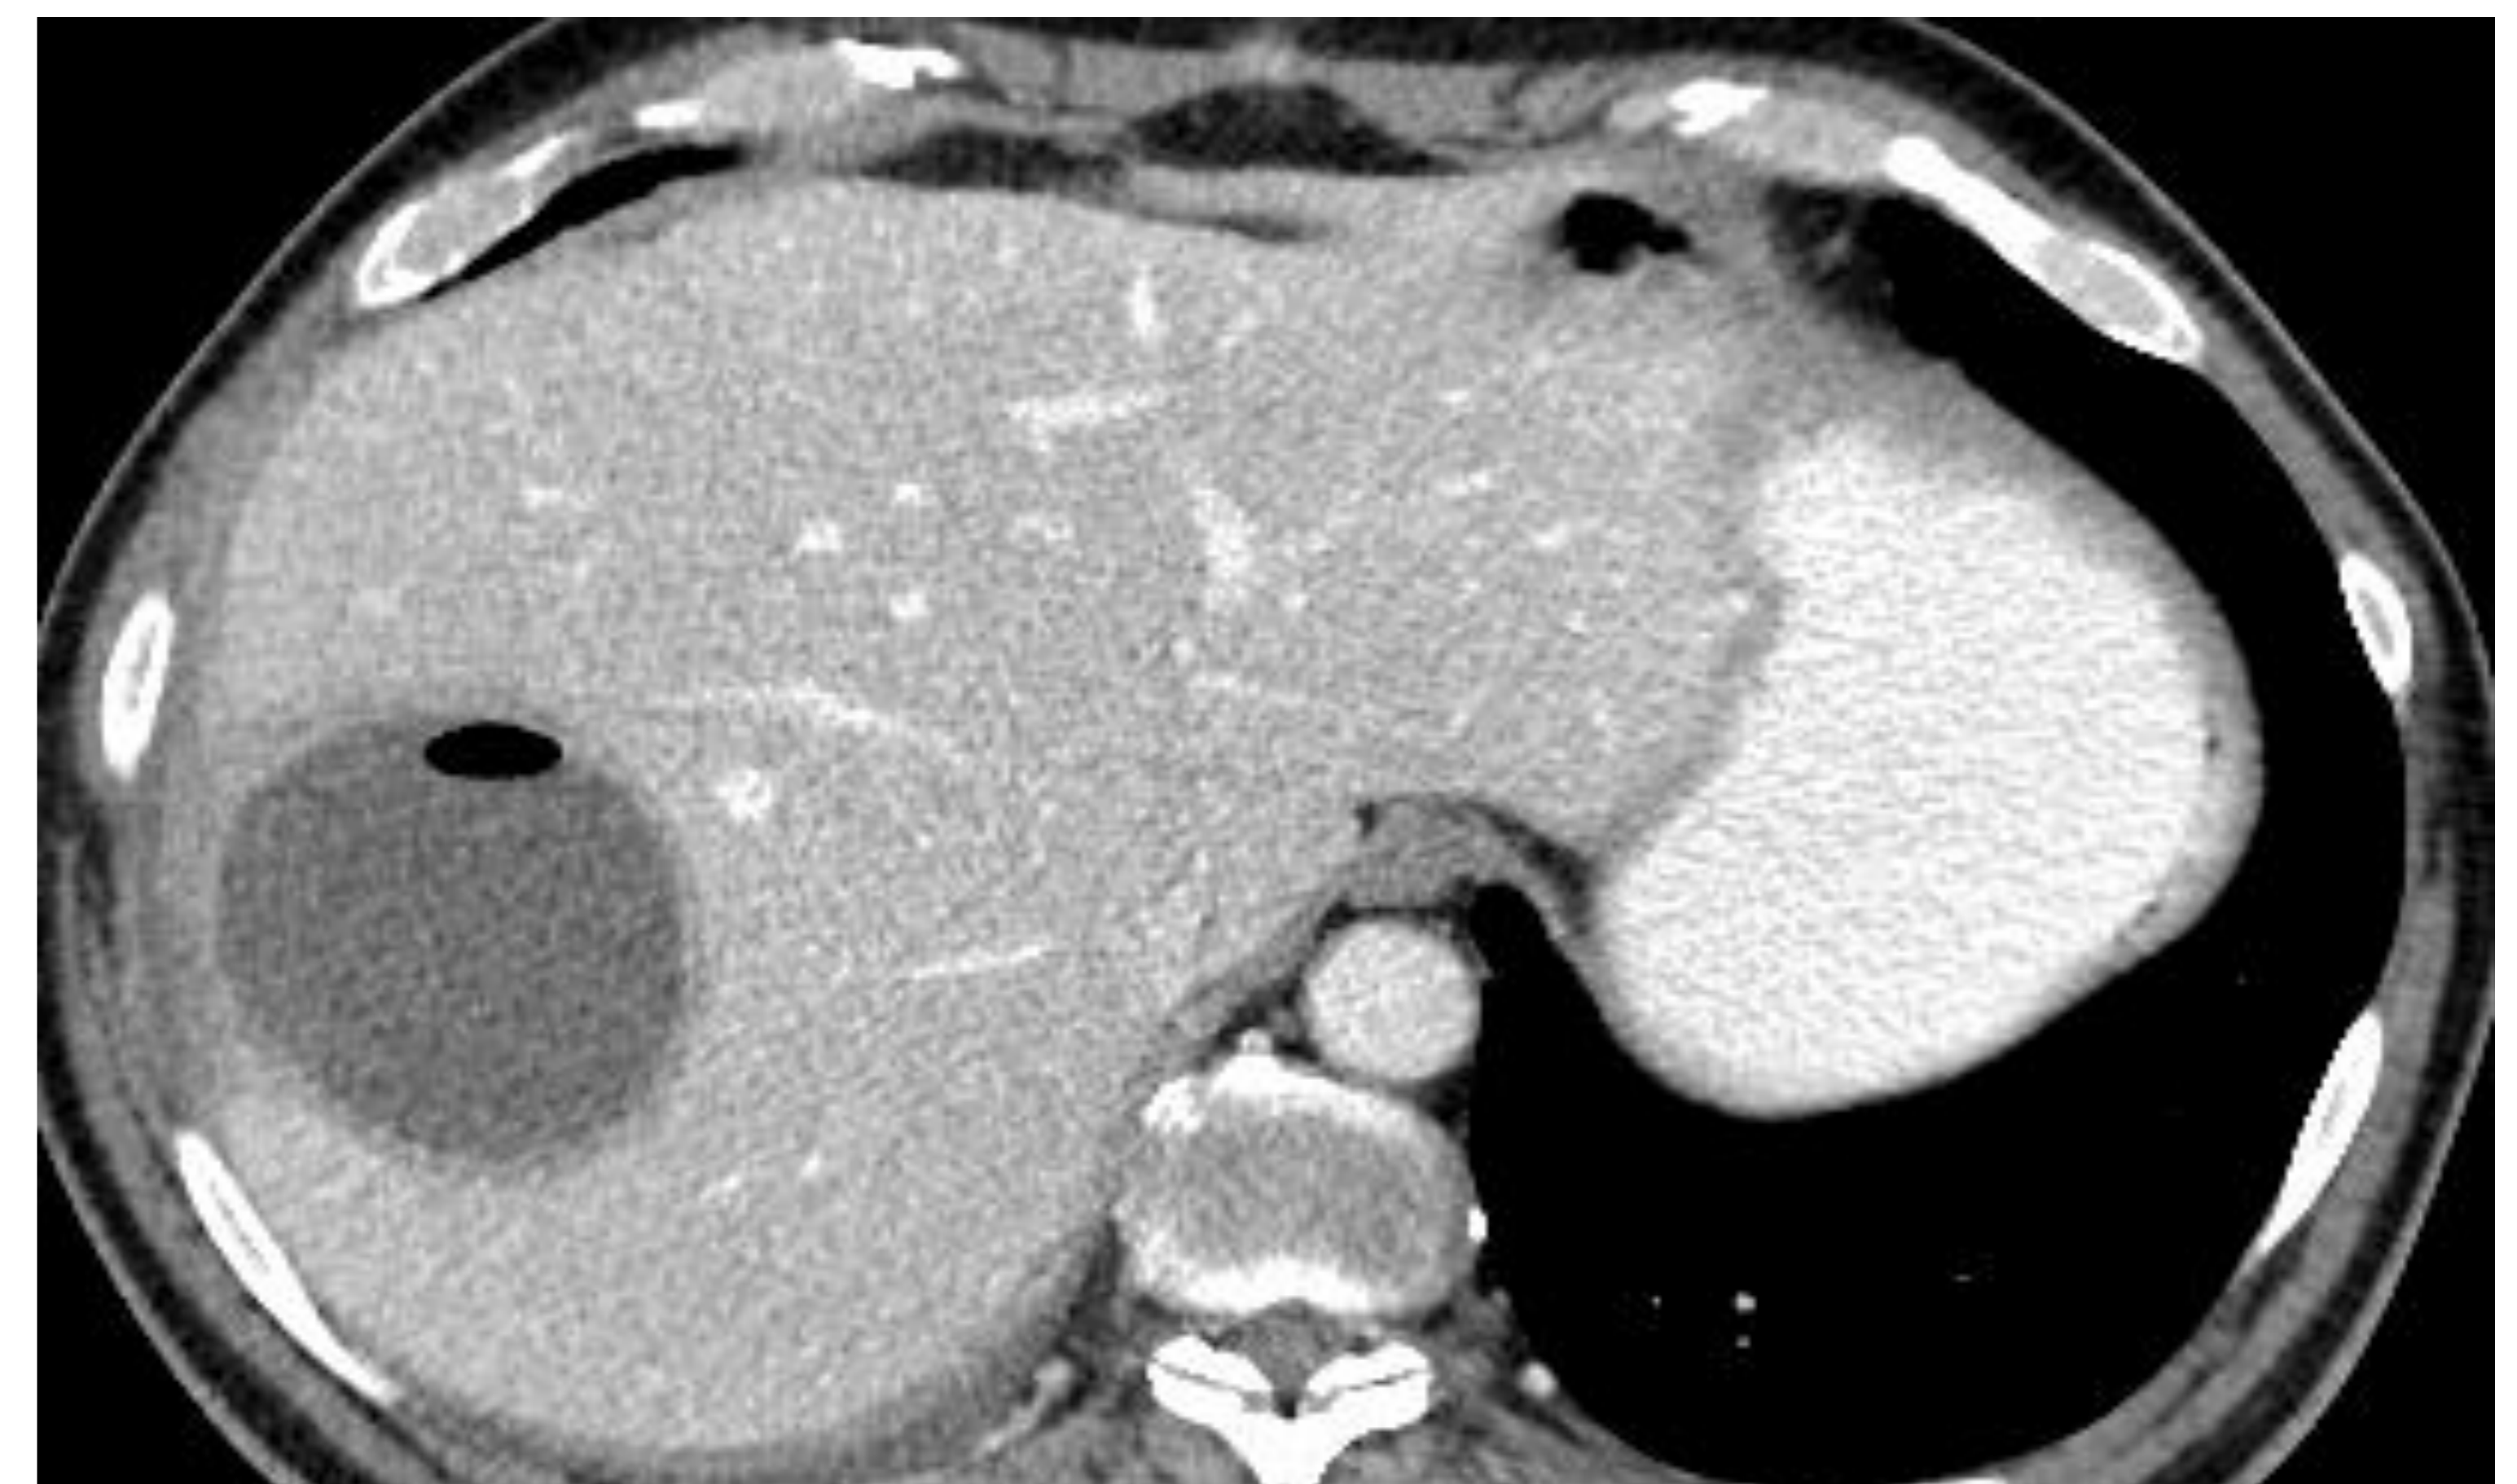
TC abdominopélvico axial con contraste IV en fase portal. Absceso hepático en segmento 8/7, hipodenso, con pared hipercaptante y burbuja de gas periférica en su interior.
